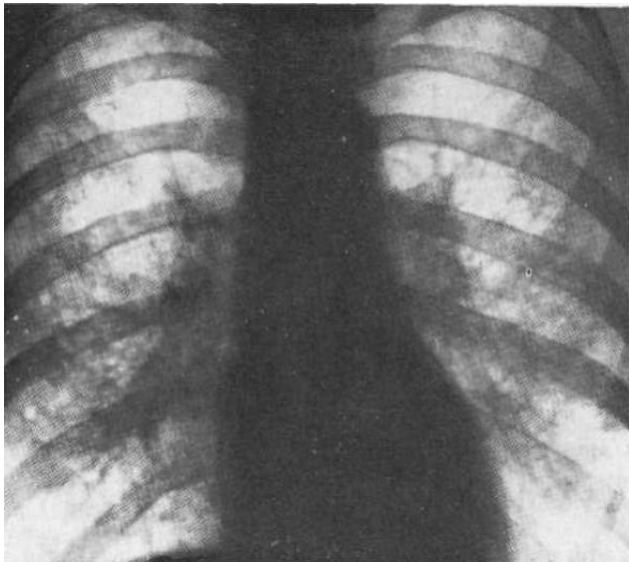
Оглядова рентгенограма. Гістіоцитоз Х.
